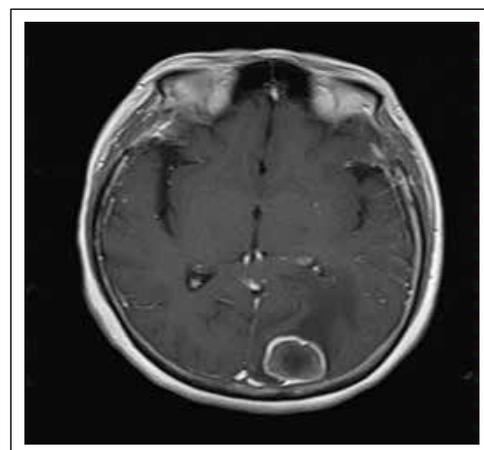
Resonancia magnética cerebral en secuencia T1 contrastada que muestra metástasis con realce heterogéneo y edema perilesional.
